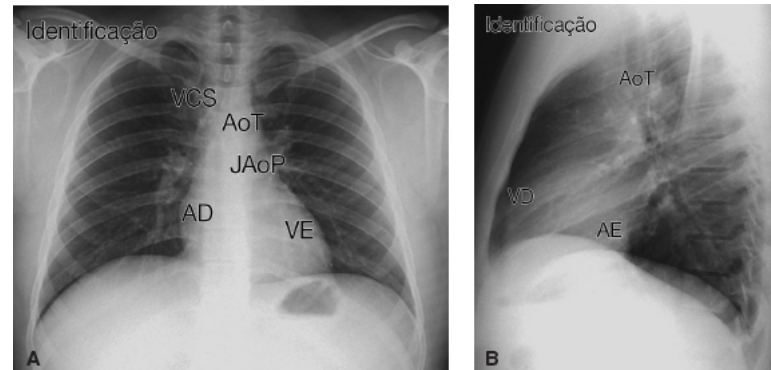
Radiografias do tórax na projeção posteroanterior (A) e perfil (B). Observar o posicionamento da identificação no canto superior esquerdo das projeções. VCS: veia cava superior; AD: parede lateral do átrio direito; VE: parede lateral do ventrículo esquerdo; JAoP: janela aortopulmonar; AoT: aorta transversa; VD: parede anterior do ventrículo direito; AE: parede posterior do átrio esquerdo.
